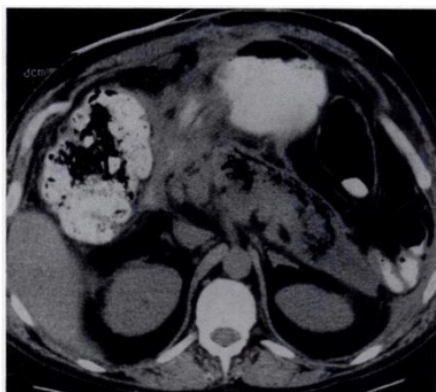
Absceso pancreático en paciente ingresado previamente durante 4-6 semanas por Pancreatitis Aguda. La TAC abdominal muestra una colección de fluido y gas en el páncreas, referente a un absceso.
